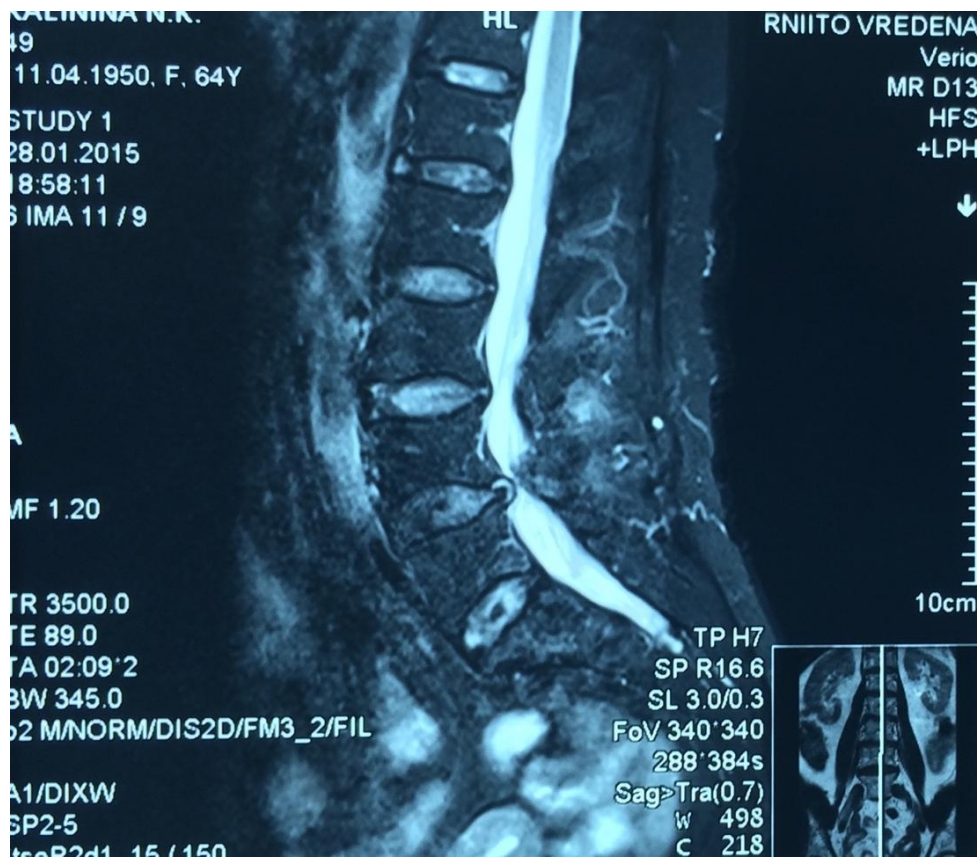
МР-томограмма поясничного отдела позвоночника:
